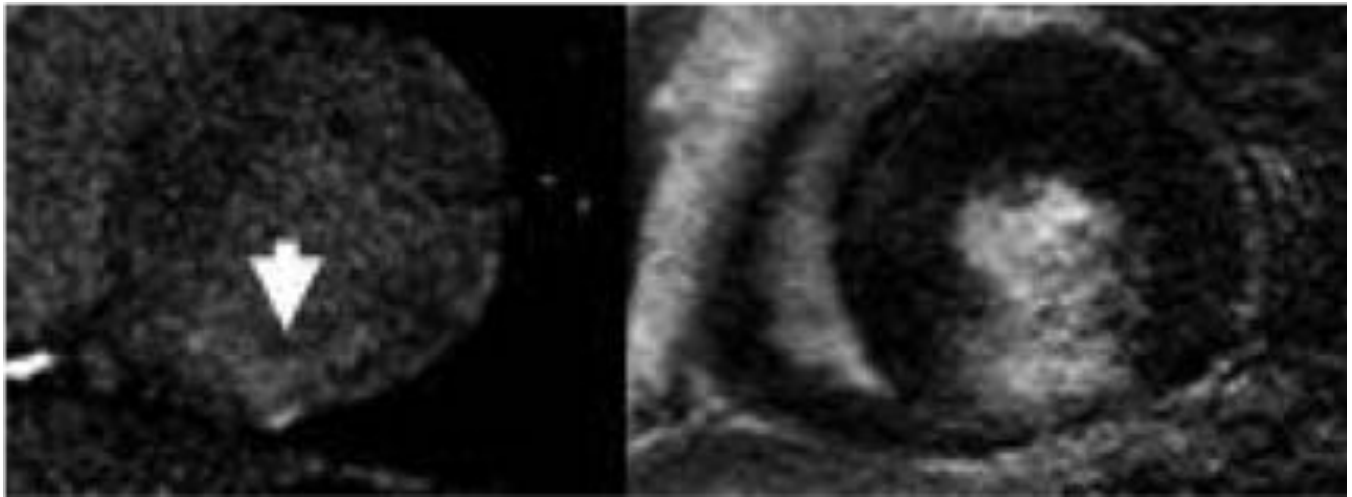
A la izqda imagen de TC en la que se observa aumento del coeficiente de atenuación en cara inferior (flecha) en la imagen obtenida a los 7 minutos de la inyección de contraste. A la derecha vemos la correlación con la secuencia de realce tardío en RM
